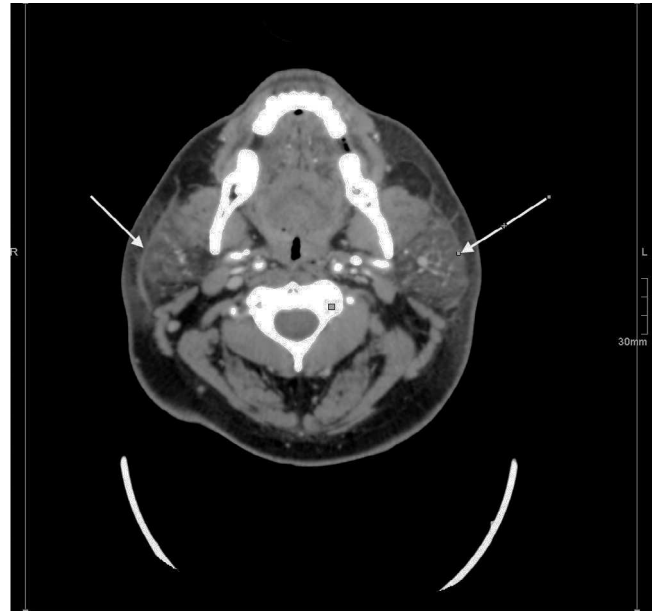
Corte axial de TC mostrando el aumento de volumen de ambas glándulas parótidas así como el engrosamiento de la piel suprayacente.
